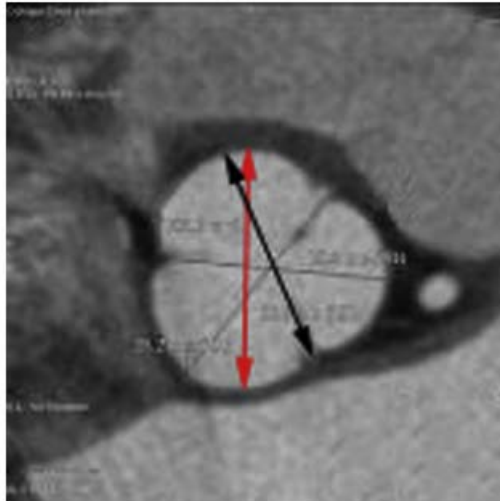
主动脉根部的 CT 扫描图像表明前后径（窦-窦）测得主动脉内径（红色箭头所示）大约比窦-窦联合测得的内径（黑色箭头）大 2mm。
